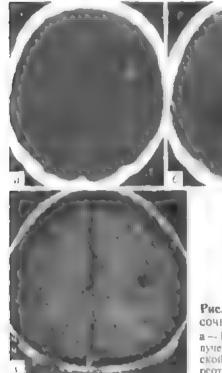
Фибри г вірнав астронятома правон лобно височнов области. в. 81, 6. МРТ, Ту-режим, в. — МРТ, Т<sub>2</sub>-режим.
